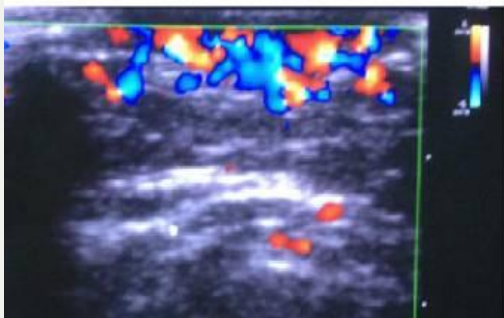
Good response after propranolol therapy. A 4-month-old patient with no active opening of the left eye; ultrasound of the buccal region revealed lower lid IHs. After 28 weeks of treatment the IHs received a score of 4; ultrasound revealed that 50% of the IHs had resolved, with little change to the skin.
